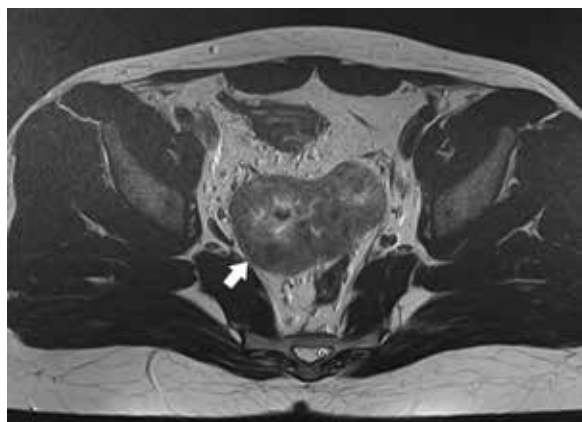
МРТ-сканы от 18.12.2023
